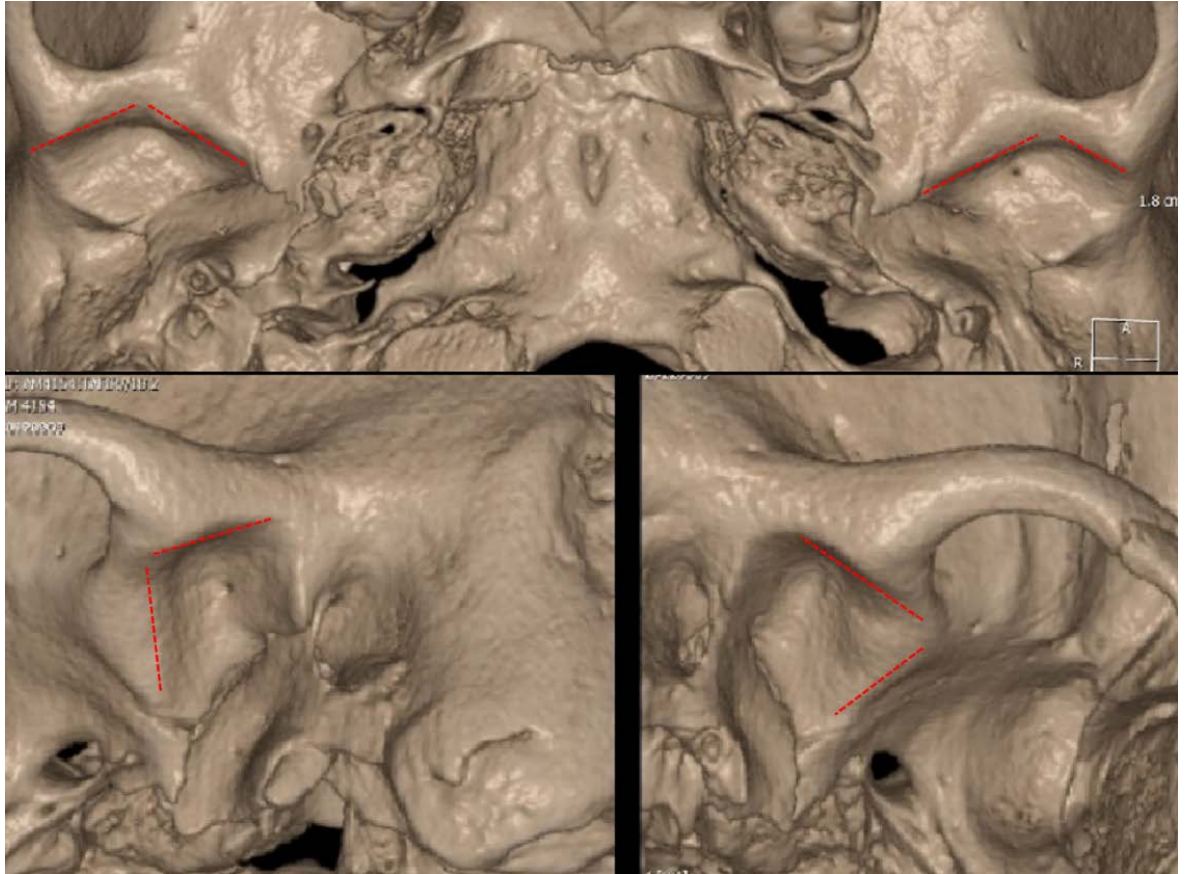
Tetto glenoideo dell'ATM: nell'immagine in alto visione dal basso; nell'immagine in basso visione infero-posteriore. Le linee rosse tratteggiate evidenziano le due faccette modellate da una fisiologica funzione masticatoria monolaterale alternata. TC *cone beam* di reperto del Museo di Antropologia dell'Università di Firenze.
